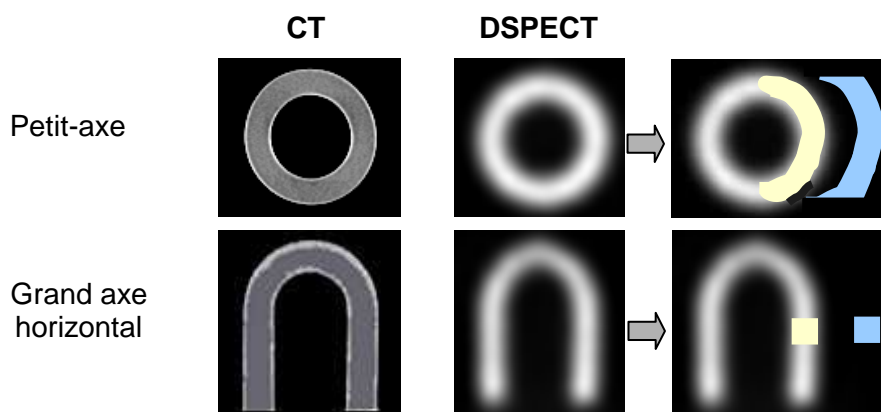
Images de l'insert cardiaque obtenues par tomographie (CT) et avec la caméra DSPECT. Représentation des régions d'intérêt correspondant au myocarde (jaune) et au bruit de fond (bleu) pour la détermination du rapport contraste/bruit.
